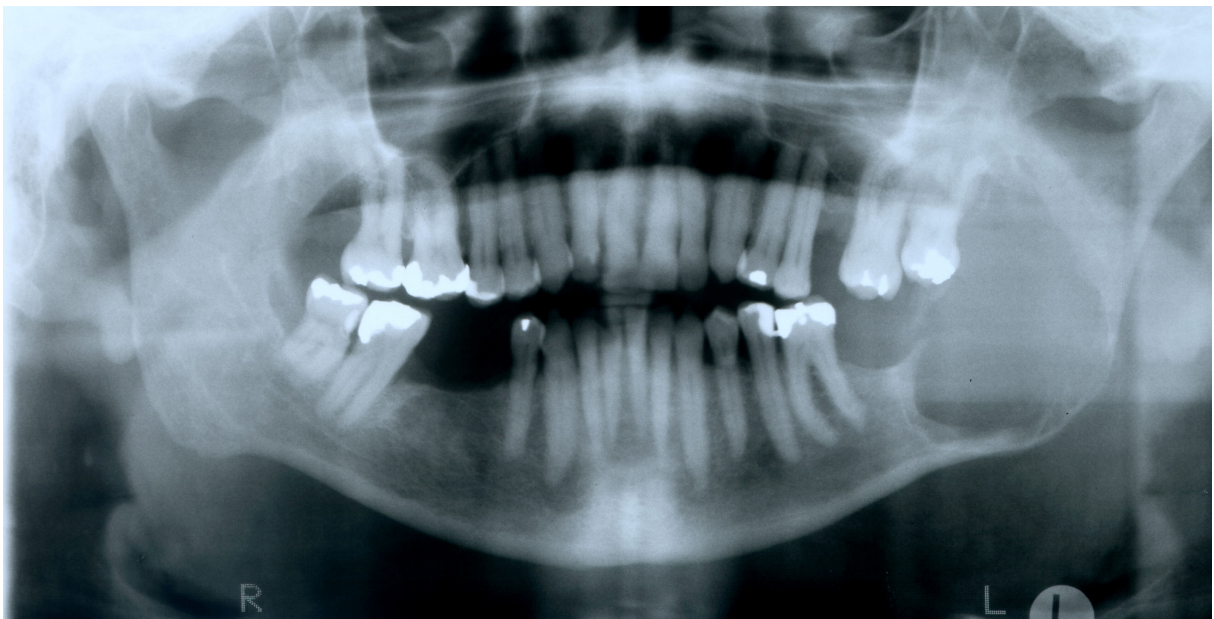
Orthopantomogramm eines großen KZOT mit pathologischer Fraktur und Durchbruch in die Weichgewebe im aufsteigenden Ast links
